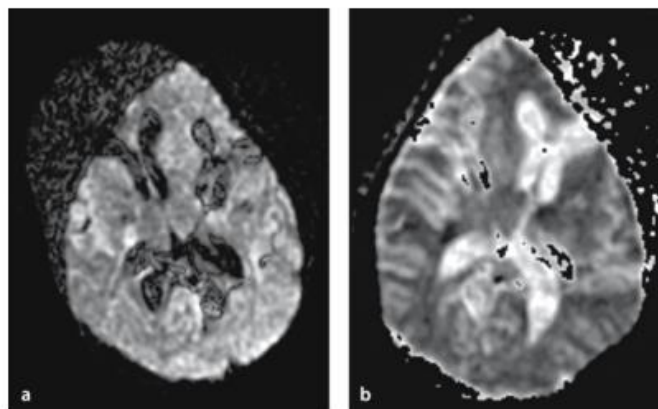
Artefacto de movimento. DWI, a; mapa de ADC, b. Adaptado de (59).
